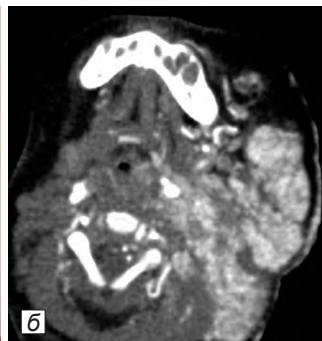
Ребенок с обширной МГ околоушной и подчелюстной области с клиникой дыхательной недостаточности: *а* – внешний вид; *б* – КТ с к/у: обширная МГ сдавливает трахею; *в* – тот же пациент с трахеостомой, МГ в стадии остаточных явлений.
